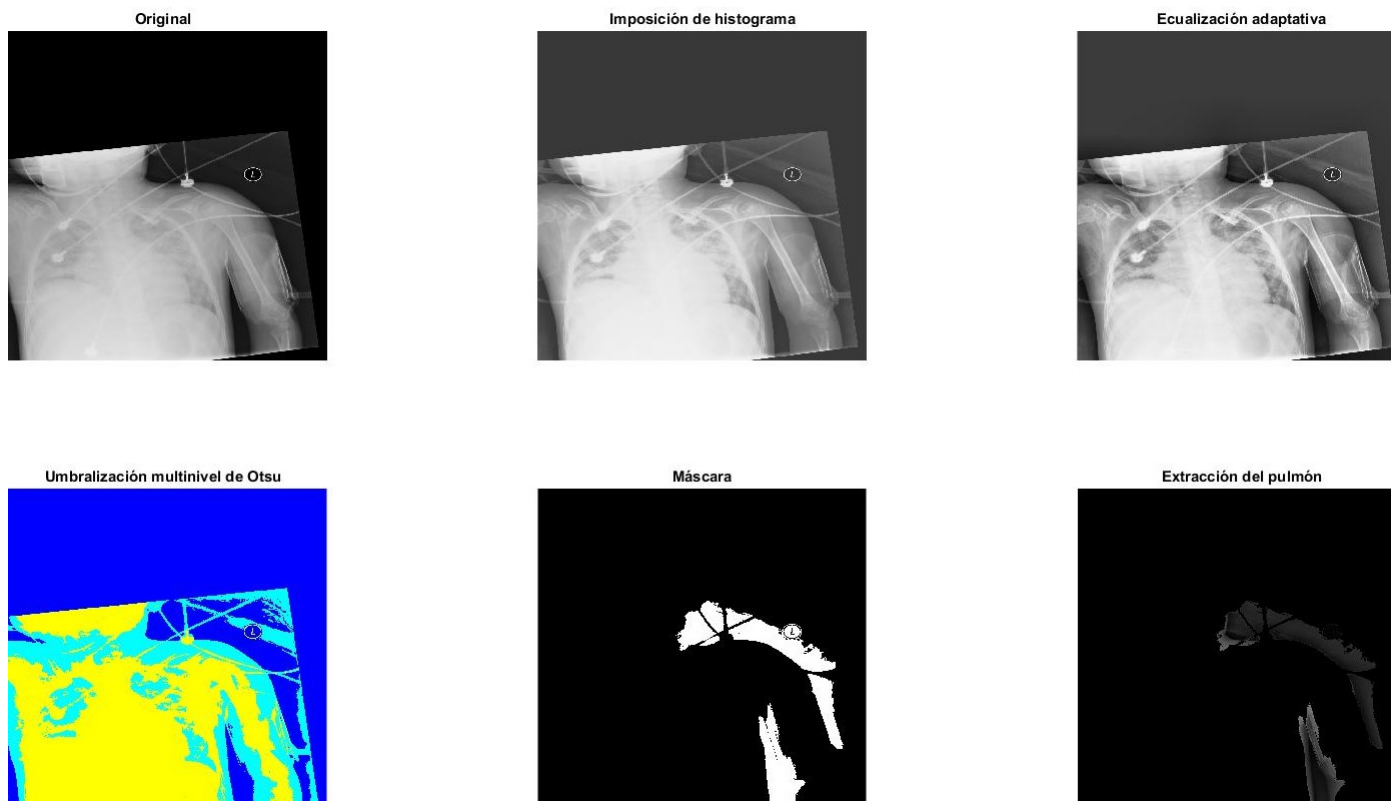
Resultados de las operaciones sobre las imágenes. Se puede observar una mala extracción de los pulmones debido a la pobre calidad inicial de la imagen de la radiografía
